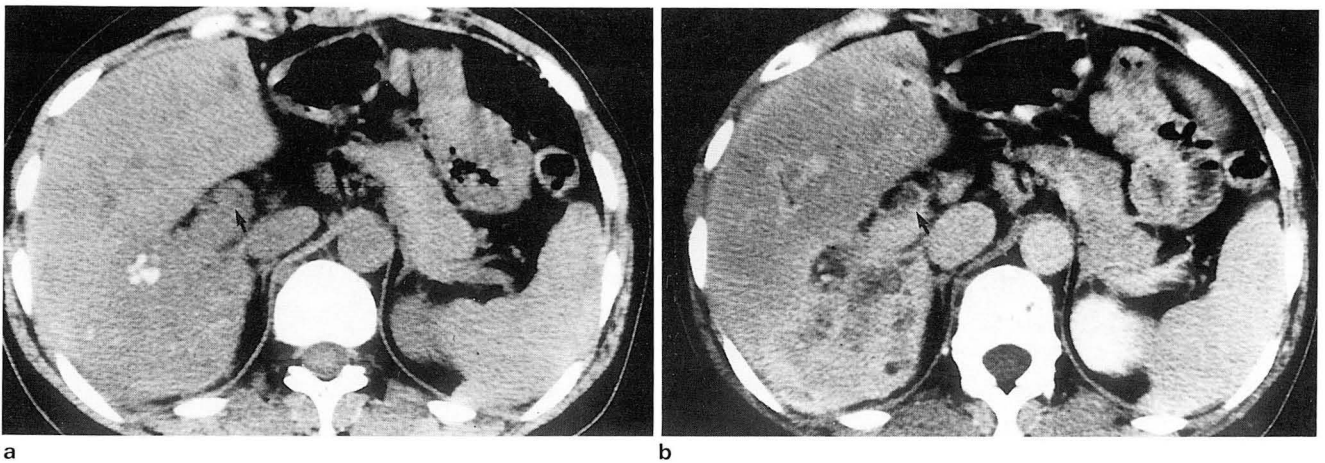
a. On nonenhanced CT, the stone in the common duct is barely identified at the porta hepatis.
